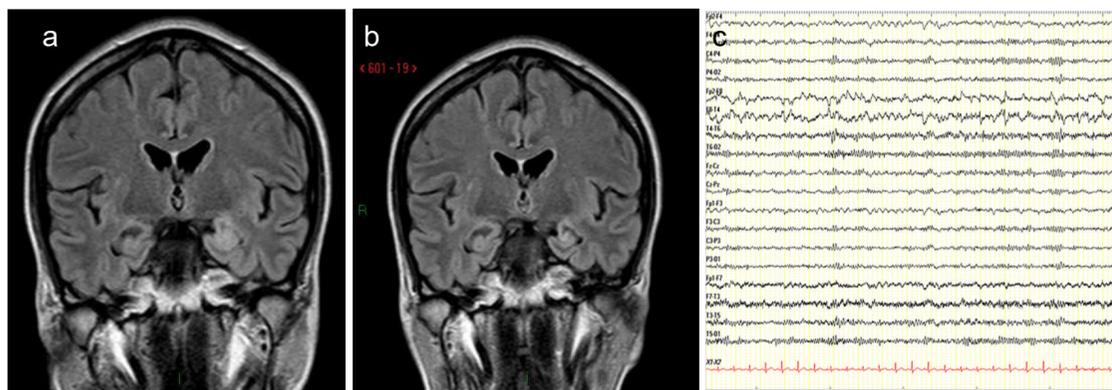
a) RMN peri-ictale: iperintensità di segnale in ippocampo e paraippocampo sinistro; b)RMN a distanza: atrofia nelle medesime regioni. c) EEG intercritico: anomalie lente aguzze fronto-temporali bilaterali, prevalenti a destra.
